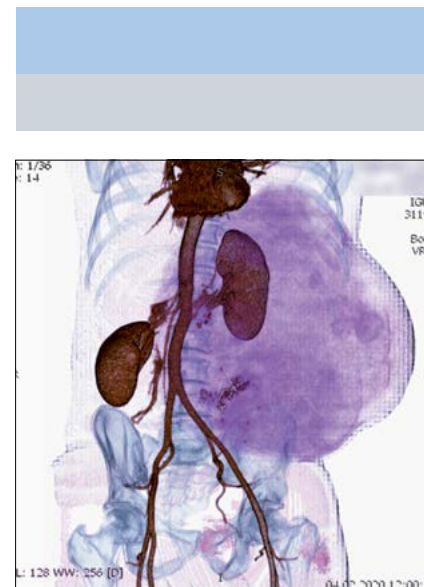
Компьютерная томограмма, фрагмент 3D-реконструкции опухоли
